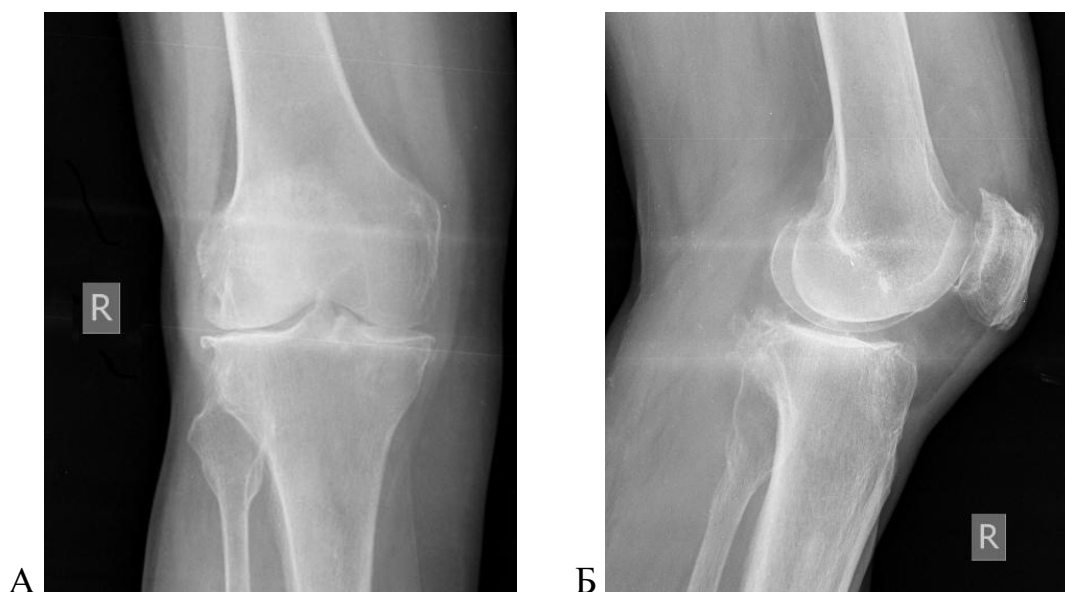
Рентгенография правого коленного сустава:
